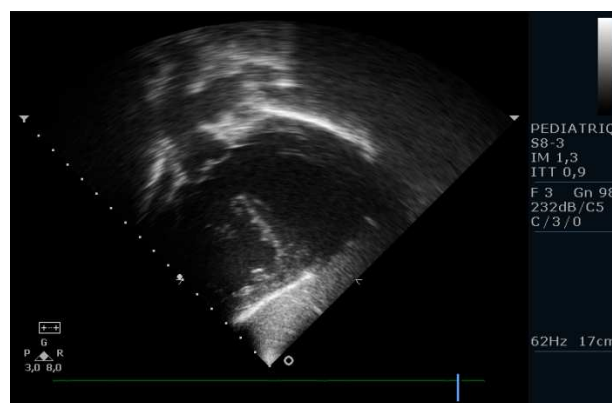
Échocardiographie d'une communication inter ventriculaire (CIV). Vu sous costal bidimensionnel
